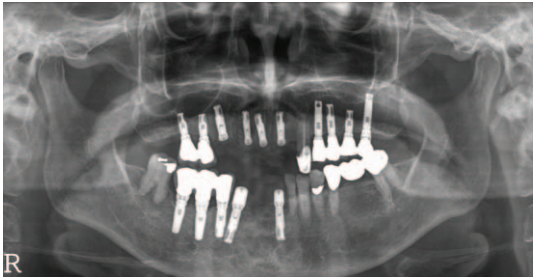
임플란트 식립 후 파노라마 방사선 사진. #31-42, #14-22 치아들을 발치한 후 즉시 임플란트를 식립하고 골유도재생술을 시행하였다.
